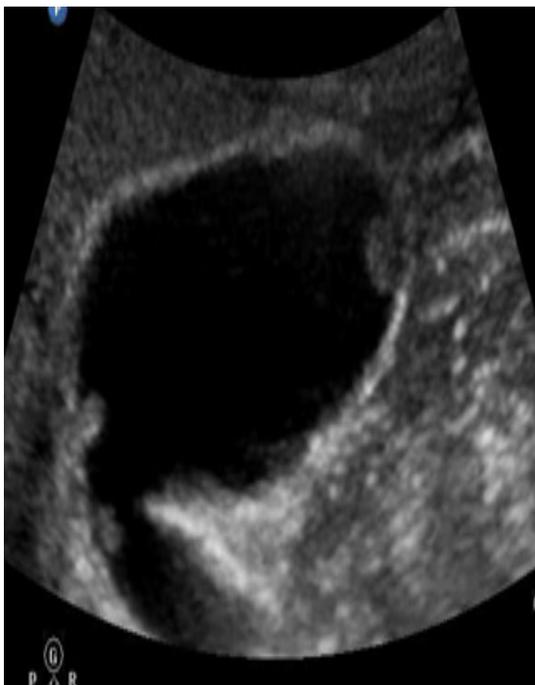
Ultrasound imaging of the gallbladder polyp
